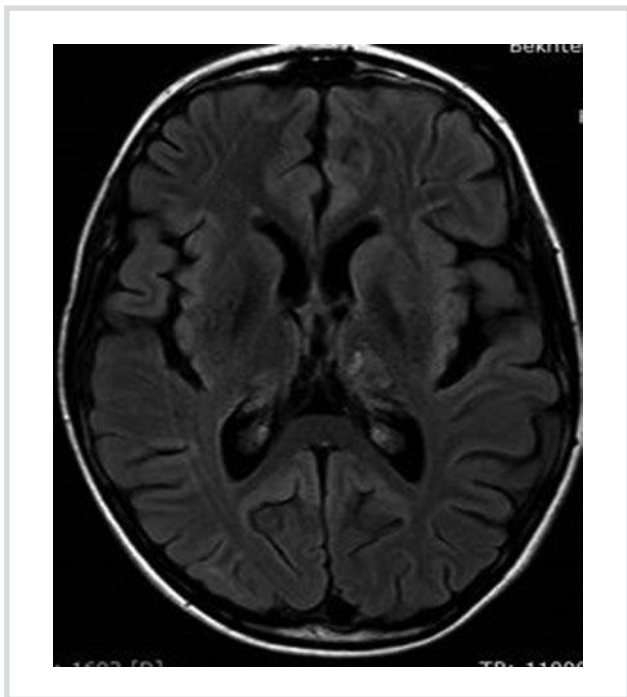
МРТ (FLAIR-ИП, аксиальная плоскость) головного мозга пациента Н., 9 лет.
